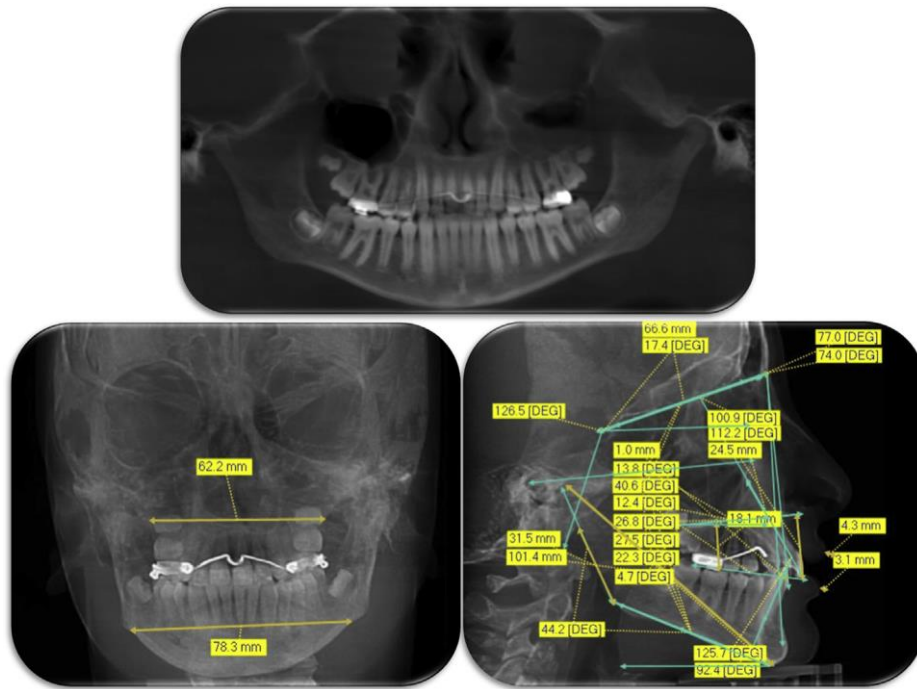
Ортопантомограма, фронтальна та бокова цефалограми, синтезовані з КПКТ
